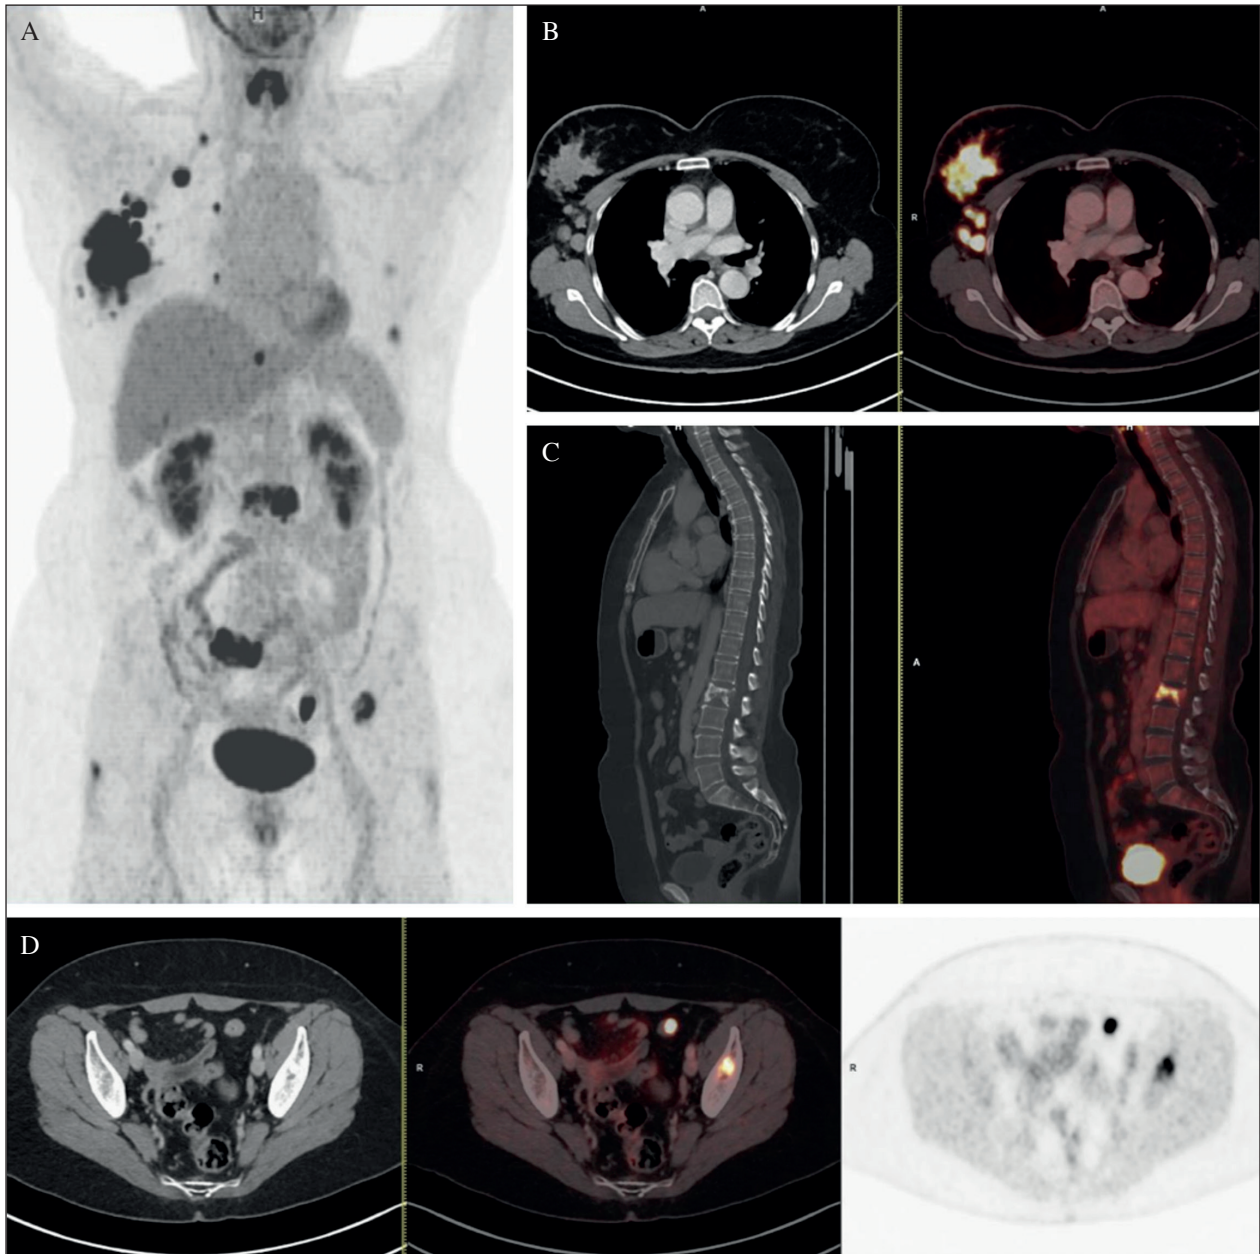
Mujer de 57 años con masa en CSE de la mama derecha y adenopatías axilares palpables. Solicitan PET-TC como estudio de extensión. A. Proyección MIP (Maxium Intensity Projection) de cuerpo completo en la que se aprecian múltiples depósitos patológicos del radiotrazador en distintos territorios. B. Corte axial de imagen de TC (izquierda) y fusión PET/TC (derecha) en los que se aprecian una masa tumoral en mama derecha con extensa afectación ganglionar en axila ipsilateral. Todo ello muestra una intensa captación de FDG. C. Corte sagital con ventana ósea en el que se aprecia un depósito patológico de FDG en L2 (imagen de fusión PET/TC a la derecha). En la TC (izquierda) se aprecia una lesión blástica con disminución de la altura del cuerpo vertebral compatible con metástasis. D. Corte axial de pelvis (TC izquierda, fusión PET/TC en centro y PET a la derecha) en el que se aprecia una lesión en íliaco izquierdo de aspecto tumoral con captación del radiotrazador y un depósito focal en sigma. Se realiza colonoscopia en la que se detecta un pólipo pediculado de 12 mm compatible con adenoma tubulovelloso con displasia de alto grado.
